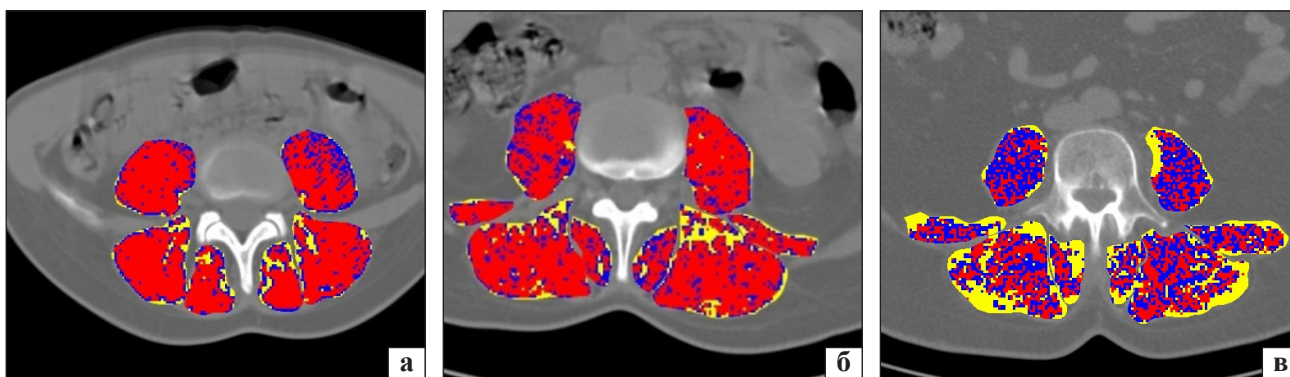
Аксіальні зрізи КТ пацієнтів із дегенеративними захворюваннями віком 20 (а), 40 (б) і 60 (в) років
